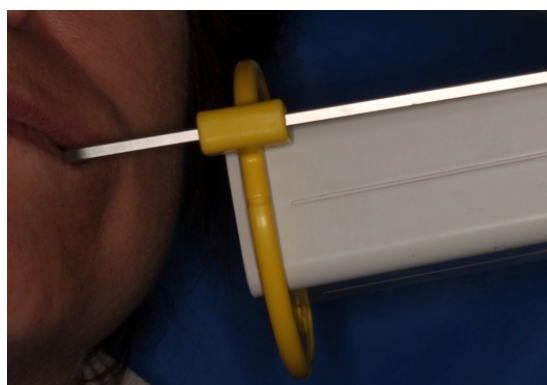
Tehnica de efectuare a radiografiei de contact cu ajutorul șablonului producătorului
